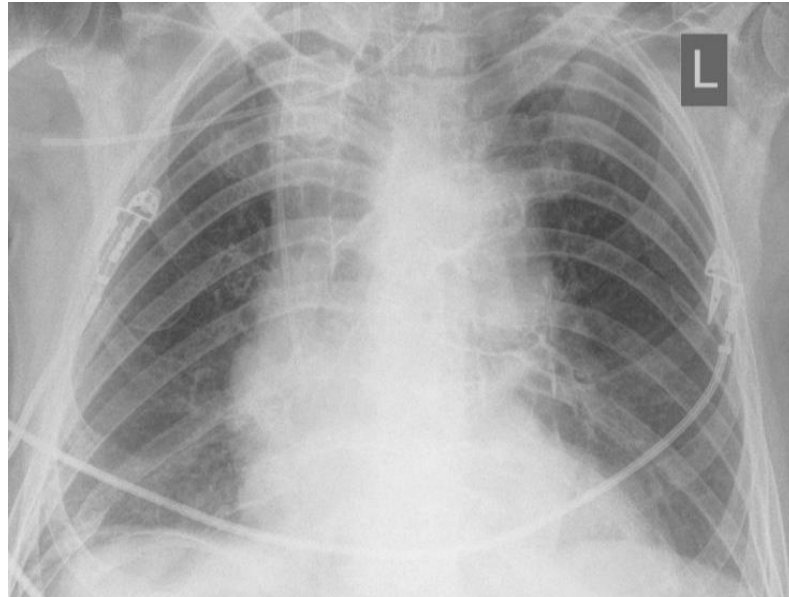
Рентгенография органов груди у пациентки К. Расширение средостения
